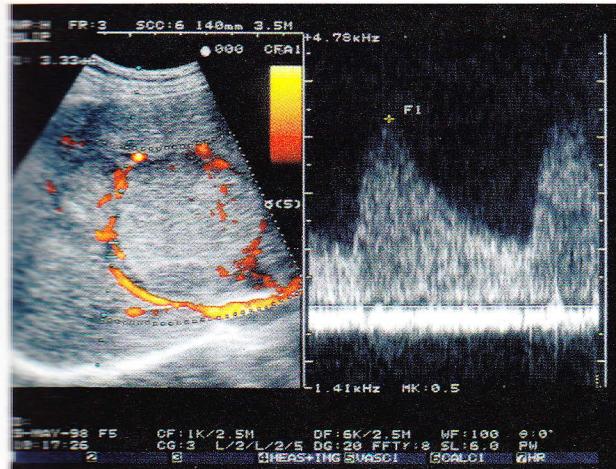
A typical basket pattern at power Doppler examination of a large HCC nodule. The spectral analysis shows an high frequency signal (systolic peak more than 3 kHz).
